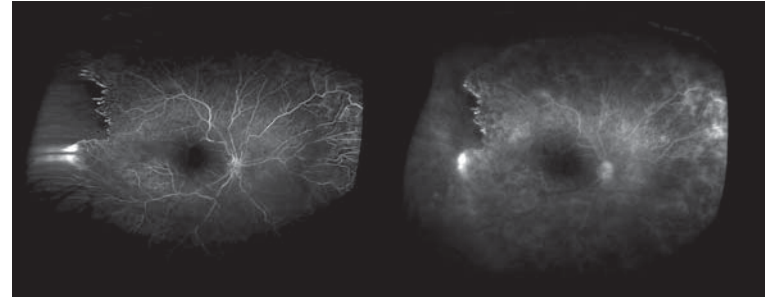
FEVR'li bir çocukta solda optik diskin temporale doğru çekildiği, periferik retinada pigmentli fibrotik bir yapının olduğu görülmüyor. Geniş açılı anjiyografide ise temporalde periferik retinanın avasküler olduğu, iskemik alana komşu retinada kapiller yapının düzensiz olduğu dikkati çekiyor.
